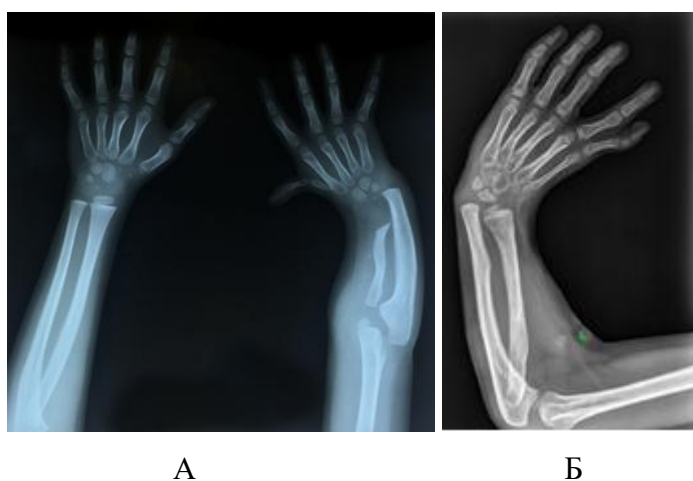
Рентгенограммы предплечья у пациентов I группы
